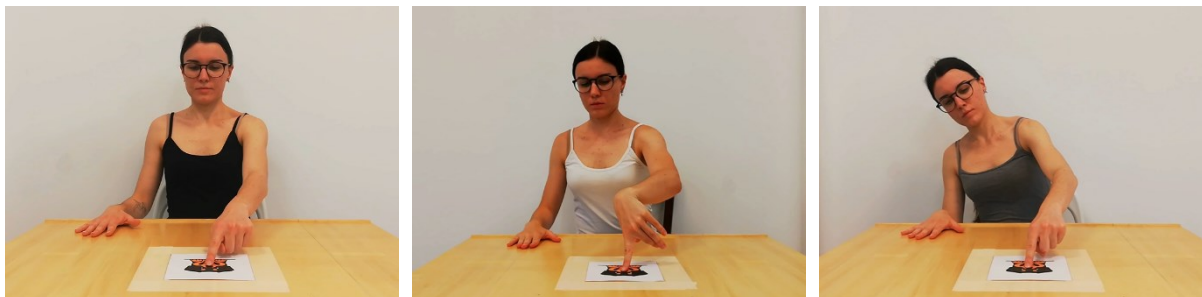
Esempio di azione normale, azione attuale e azione con altro tipo di errori osservate dai pazienti durante valutazione con CTA
